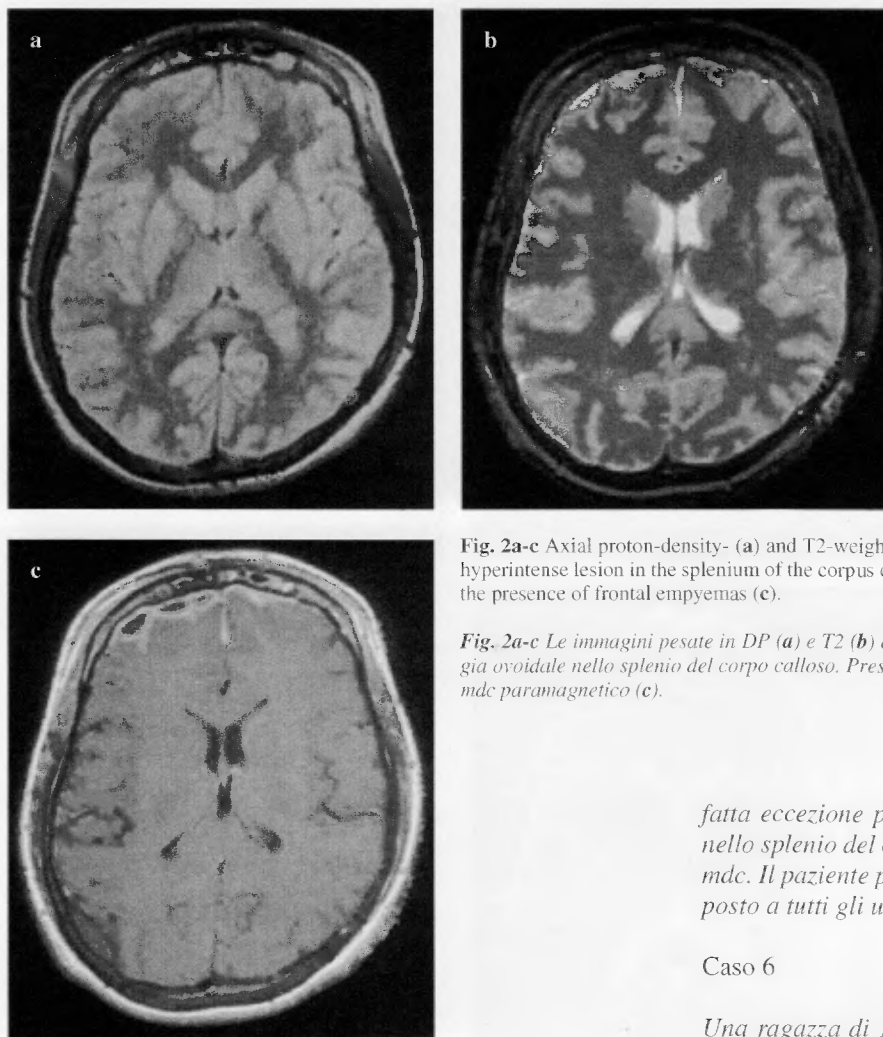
Axial proton-density- (a) and T2-weighted (b) magnetic resonance image shows a focal oval hyperintense lesion in the splenium of the corpus callosum. Paramagnetic contrast agent injection shows the presence of frontal empyemas (c).
